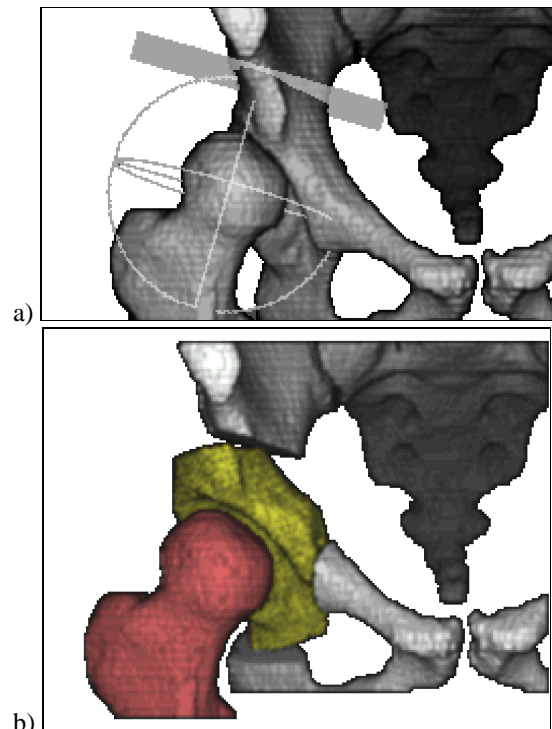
a) CT- bildbasierte Schnitt-Planung;
